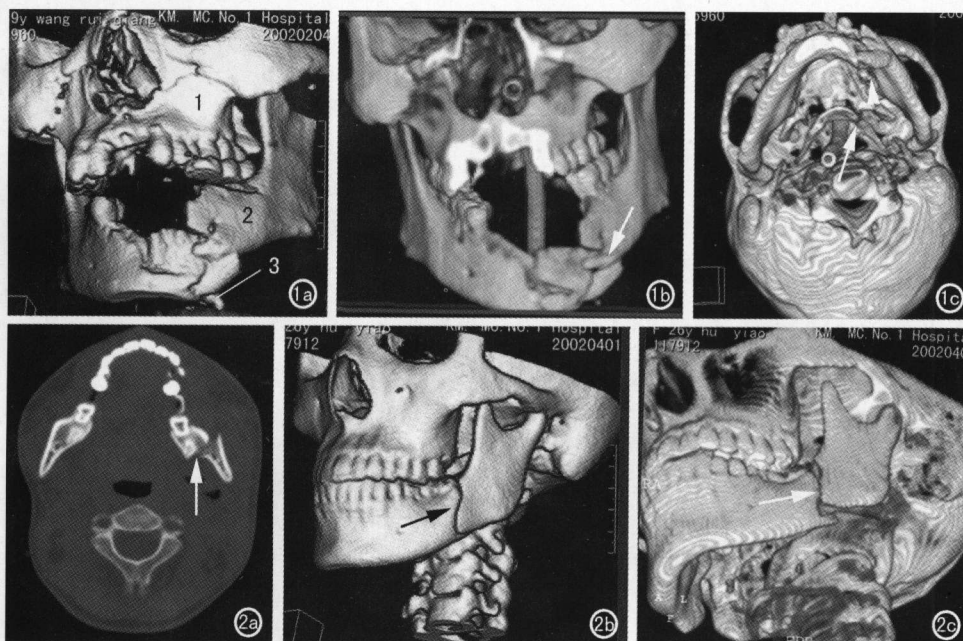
颌面部复杂骨折的CT三维图像。a) SSD图像显示右侧下颌体粉碎性骨折和舌骨骨折(1为上颌骨, 2为下颌骨, 3为舌骨); b) VR显示右侧下颌体粉碎性骨折(⇨)及胃管; c) VR显示右侧下颌体粉碎性骨折和舌骨骨折(⇨)及胃管。图2 颌面部单发骨折的CT二维和三维图像。a) CT横断面二维图像(骨窗)显示了左侧下颌角骨折(⇨); b) SSD显示骨折(→); c) VR显示直观显示左侧骨折移位(⇨)。
